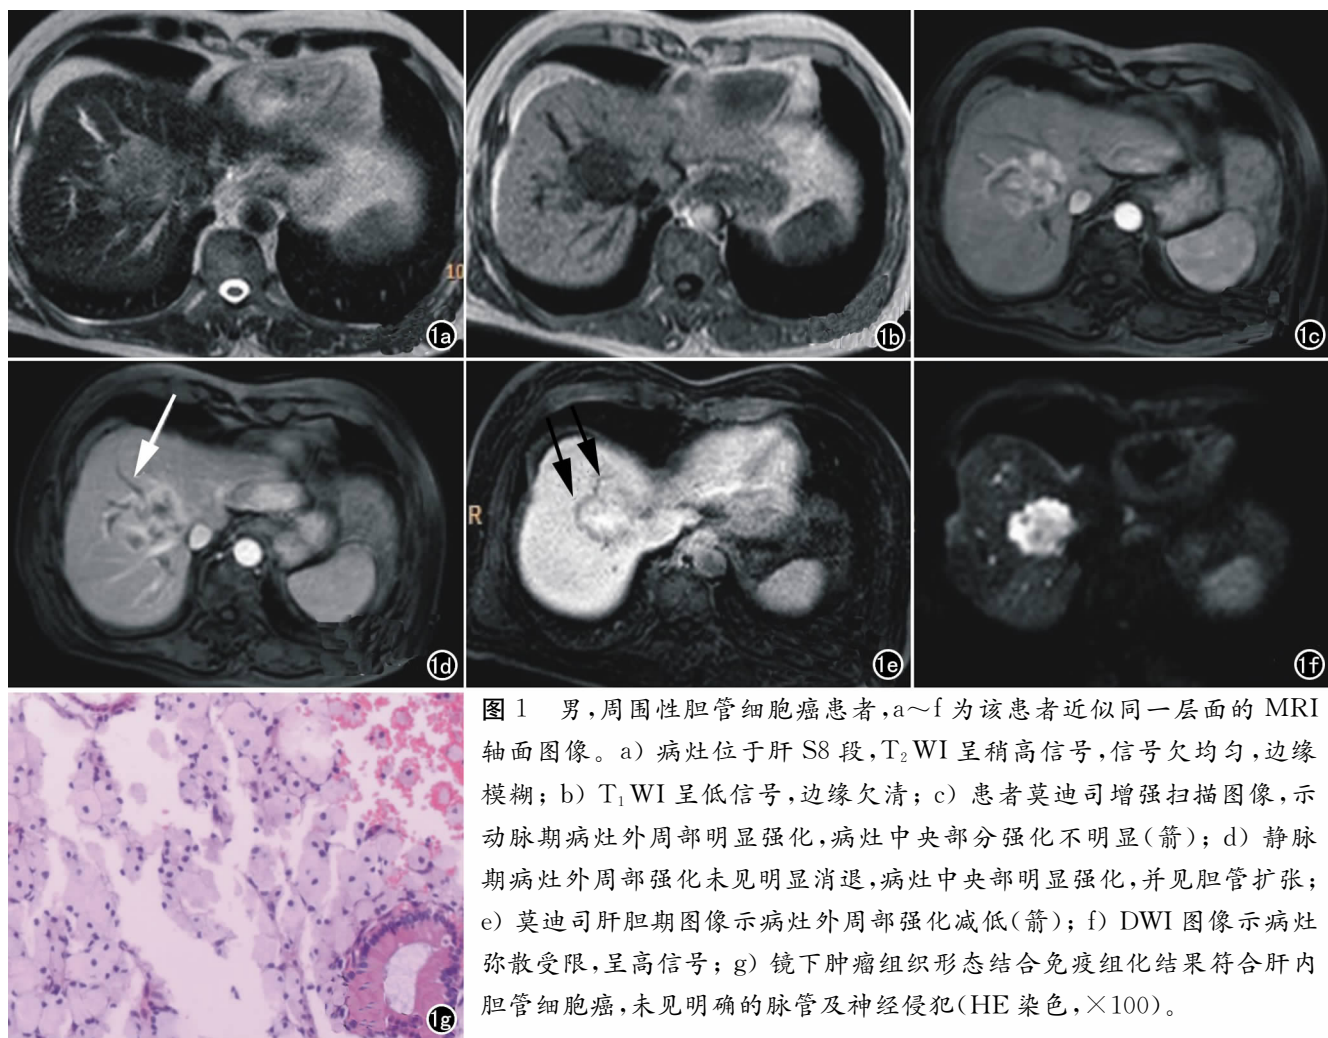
男,周围性胆管细胞癌患者,a~f 为该患者近似同一层面的 MRI 轴面图像。a) 病灶位于肝 S8 段,T₂WI 呈稍高信号,信号欠均匀,边缘模糊;b) T₁WI 呈低信号,边缘欠清;c) 患者莫迪司增强扫描图像,示动脉期病灶外周部明显强化,病灶中央部分强化不明显(箭);d) 静脉期病灶外周部强化未见明显消退,病灶中央部明显强化,并见胆管扩张;e) 莫迪司肝胆期图像示病灶外周部强化减低(箭);f) DWI 图像示病灶弥散受限,呈高信号;g) 镜下肿瘤组织形态结合免疫组化结果符合肝内胆管细胞癌,未见明确的脉管及神经侵犯(HE 染色,×100)。
